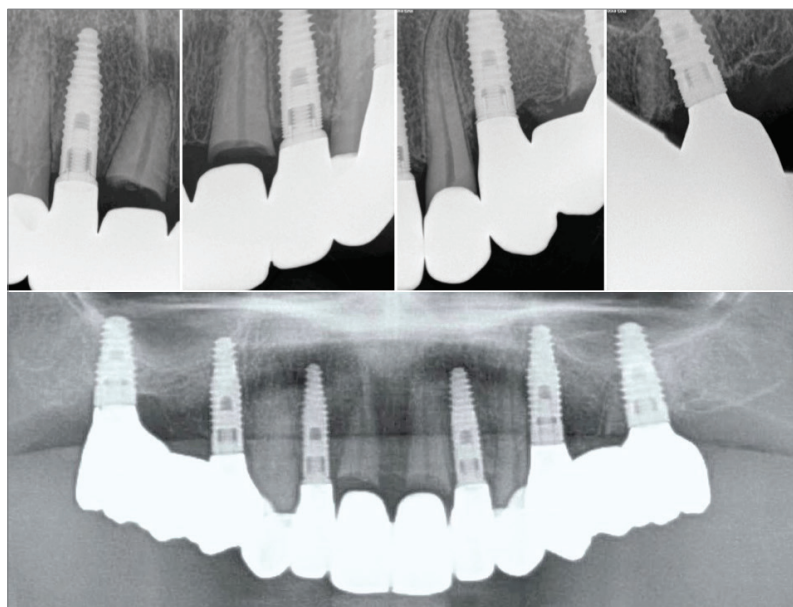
Röntgenbefund nach dem zweijährigen Follow-up. Es sind weder krestale Knochenverluste im Implantatbereich noch Anzeichen einer periapikalen Parodontitis im Bereich der verbliebenen Wurzeln erkennbar.
